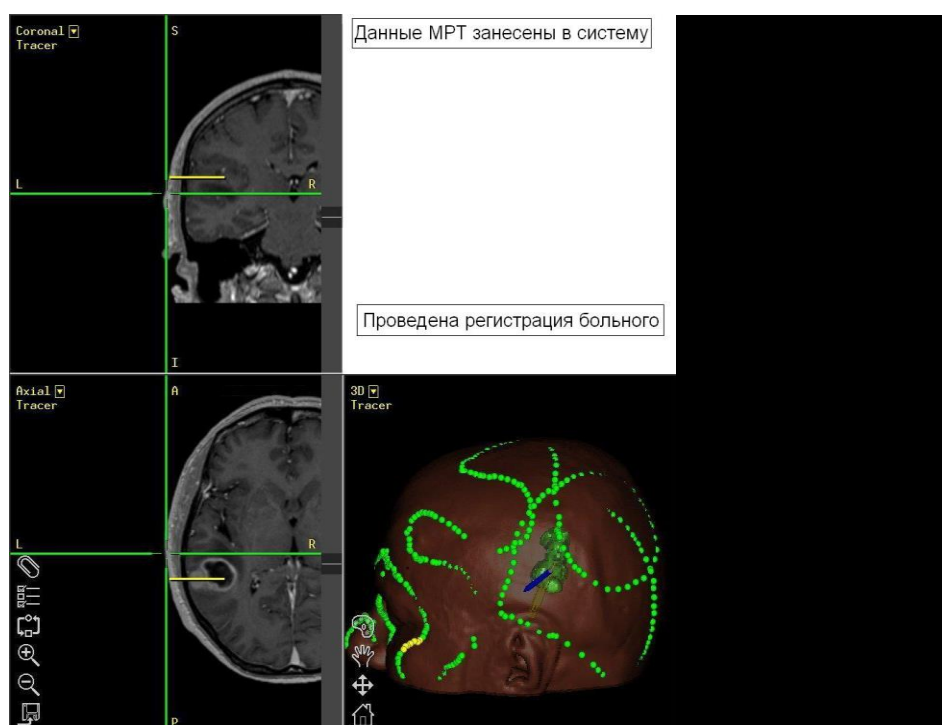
Построение трехмерной модели новообразования на основании МРТ-изображений головного мозга больного
